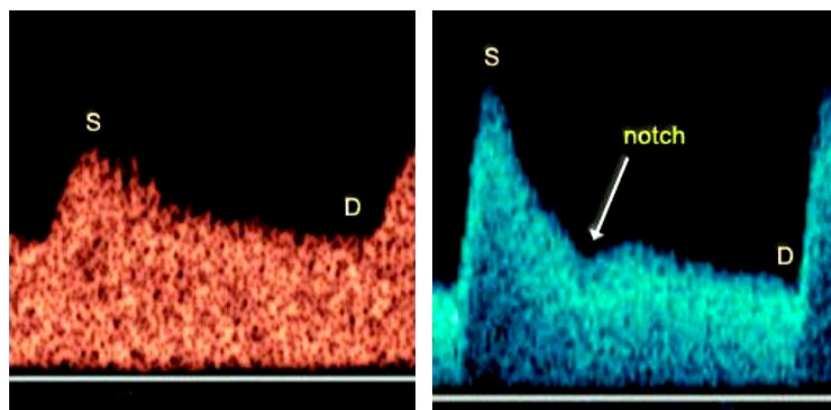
Links: normales Dopplerflussprofil; Rechts: pathologisch mit Notching (70)
